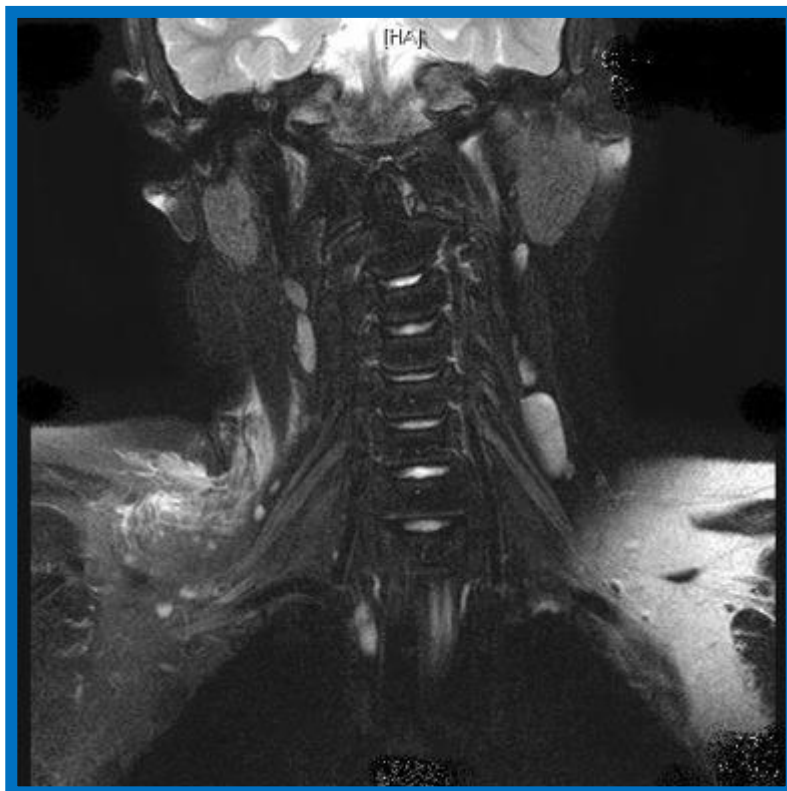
Resonancia magnética cervical en el momento del diagnóstico de la enfermedad de Hodgkin, que muestra las múltiples y patológicas adenopatías cervicales
